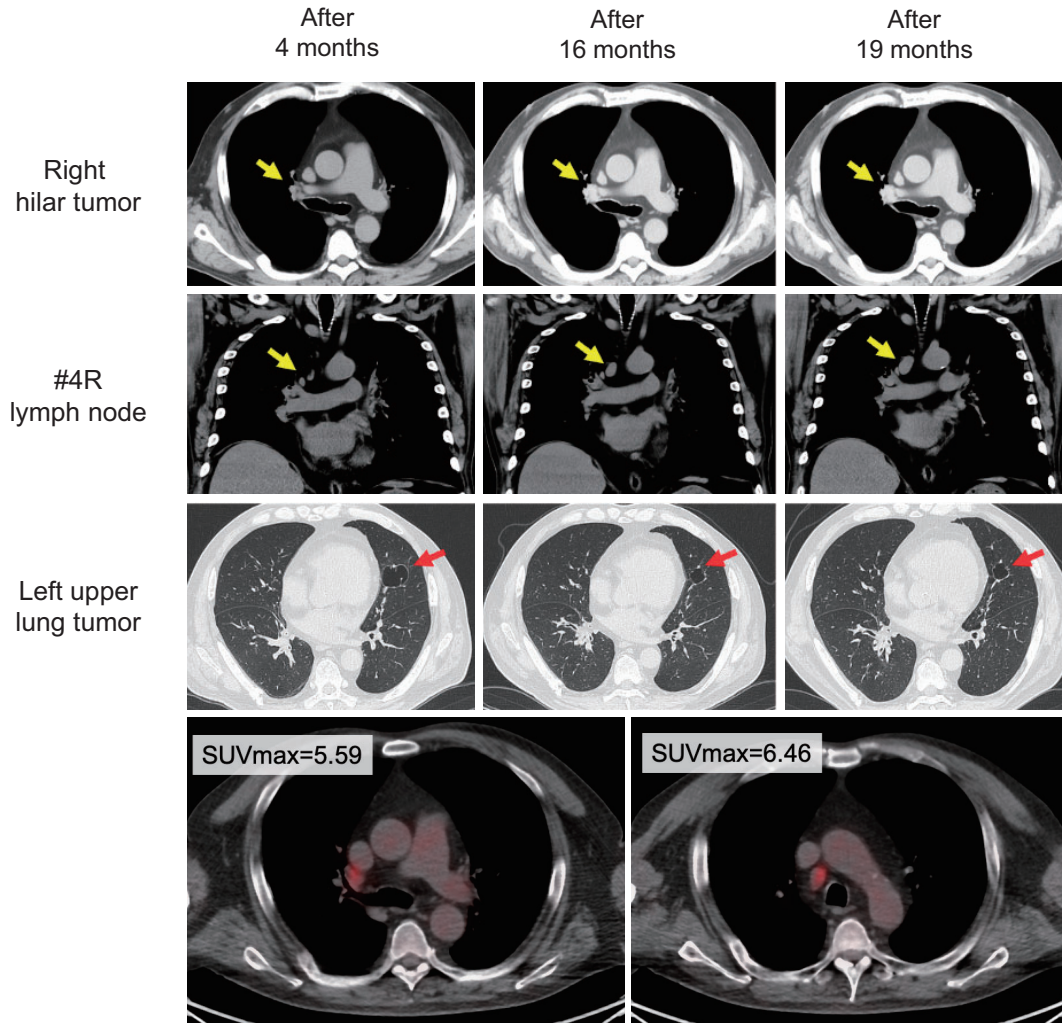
Computed tomography (CT) findings over the course of maintenance treatment with pembrolizumab. The upper panels show the right hilar tumor, the middle panels show the #4R lymph node, and the lower panels show the left upper lung tumor. CT was performed 4, 16, and 19 months after the start of treatment.
